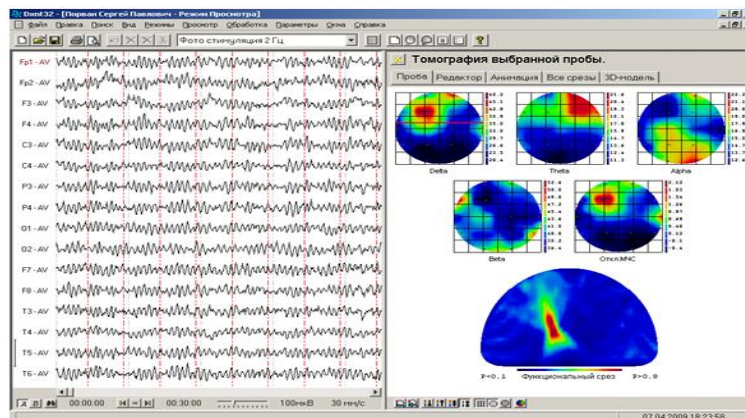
Вікно програми «Томографія однієї функціональної проби»
